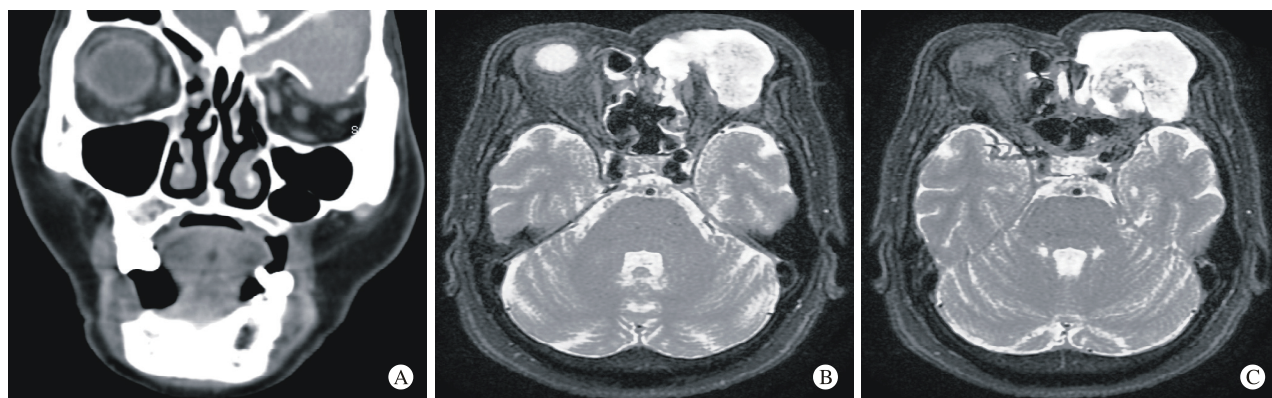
64 岁女性左侧额窦黏液囊肿患者鼻窦冠状位 CT 和鼻窦 MRI 扫描
